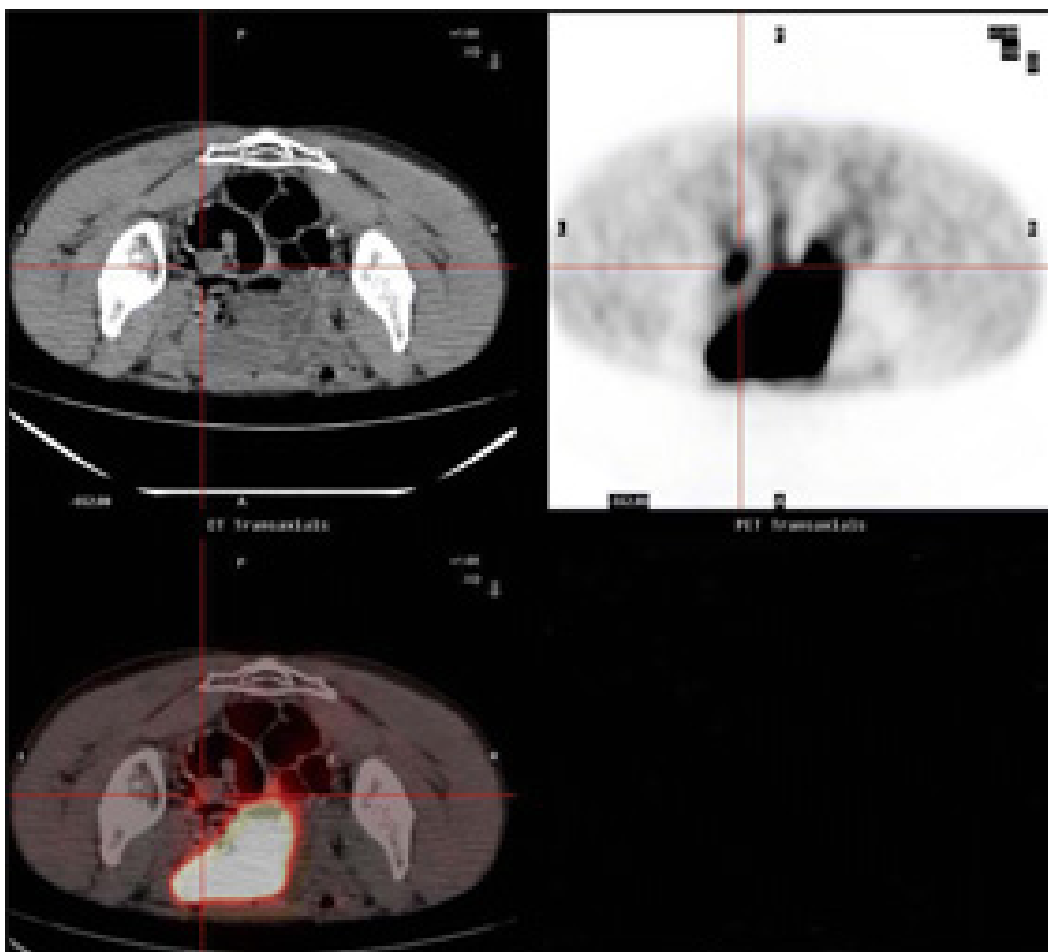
Immagini assiali TC, PET e PET/TCc in decubito prono mostrano un polipo del sigma , di circa 20 mm e con captazione focale del tracciante (SUVmax 4.6). All'esame istologico, la lesione era un lipoma sottomucoso ulcerante la mucosa.
